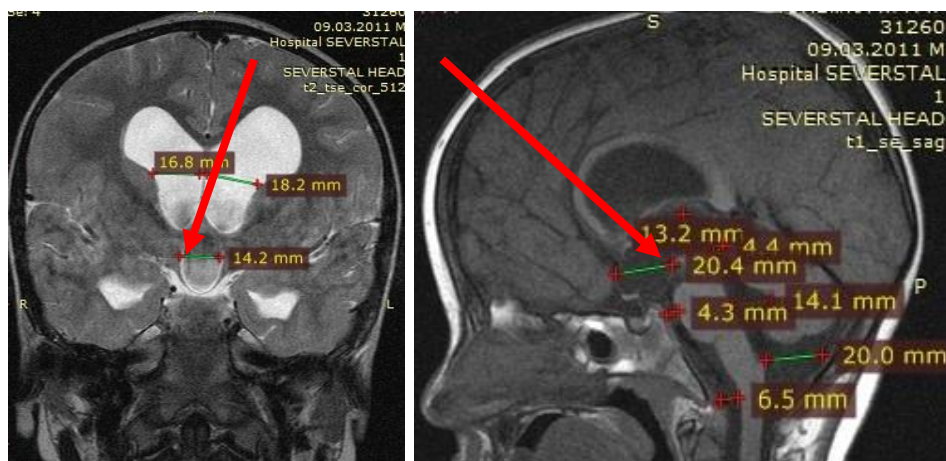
Дооперационное МРТ головного мозга. Наблюдение №18, больной Н., 4 года, история болезни №2996-07. Д-з: Окклюзионная тривентрикулярная гидроцефалия. Морфометрия для проектирования направления тубуса эндоскопа (указано стрелками)
